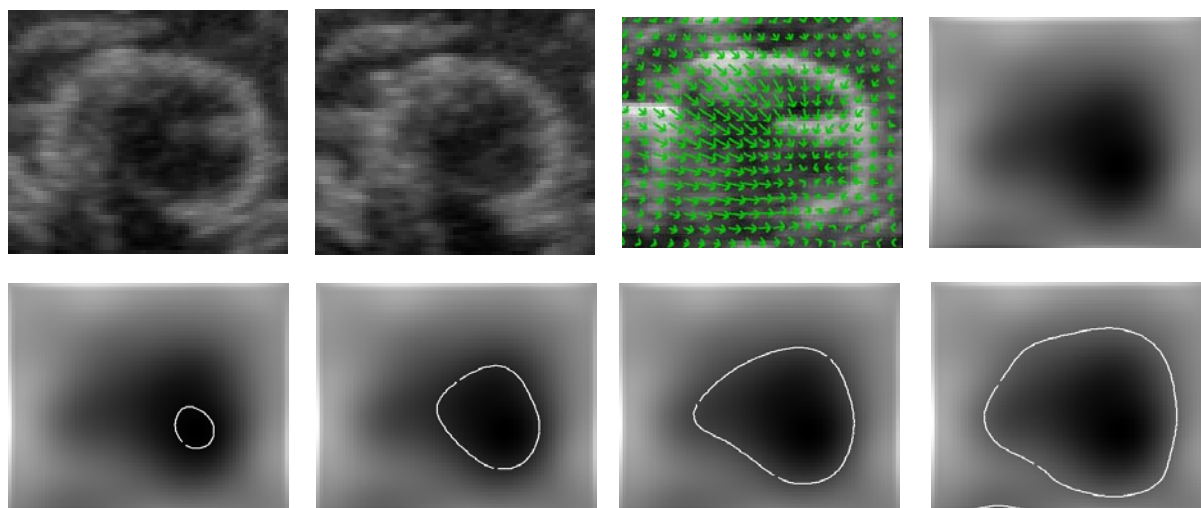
En haut (de la gauche vers la droite) : les deux images ultrasonores originales, le champ des déplacements apparents de 1 vers 2, le jacobien de 1 vers 2. En bas (de la gauche vers la droite) : les isovaleurs 0,6, 0,7, 0,8 et 0,9 ; la valeur de 0,8 segmente correctement la région décroissante.*
